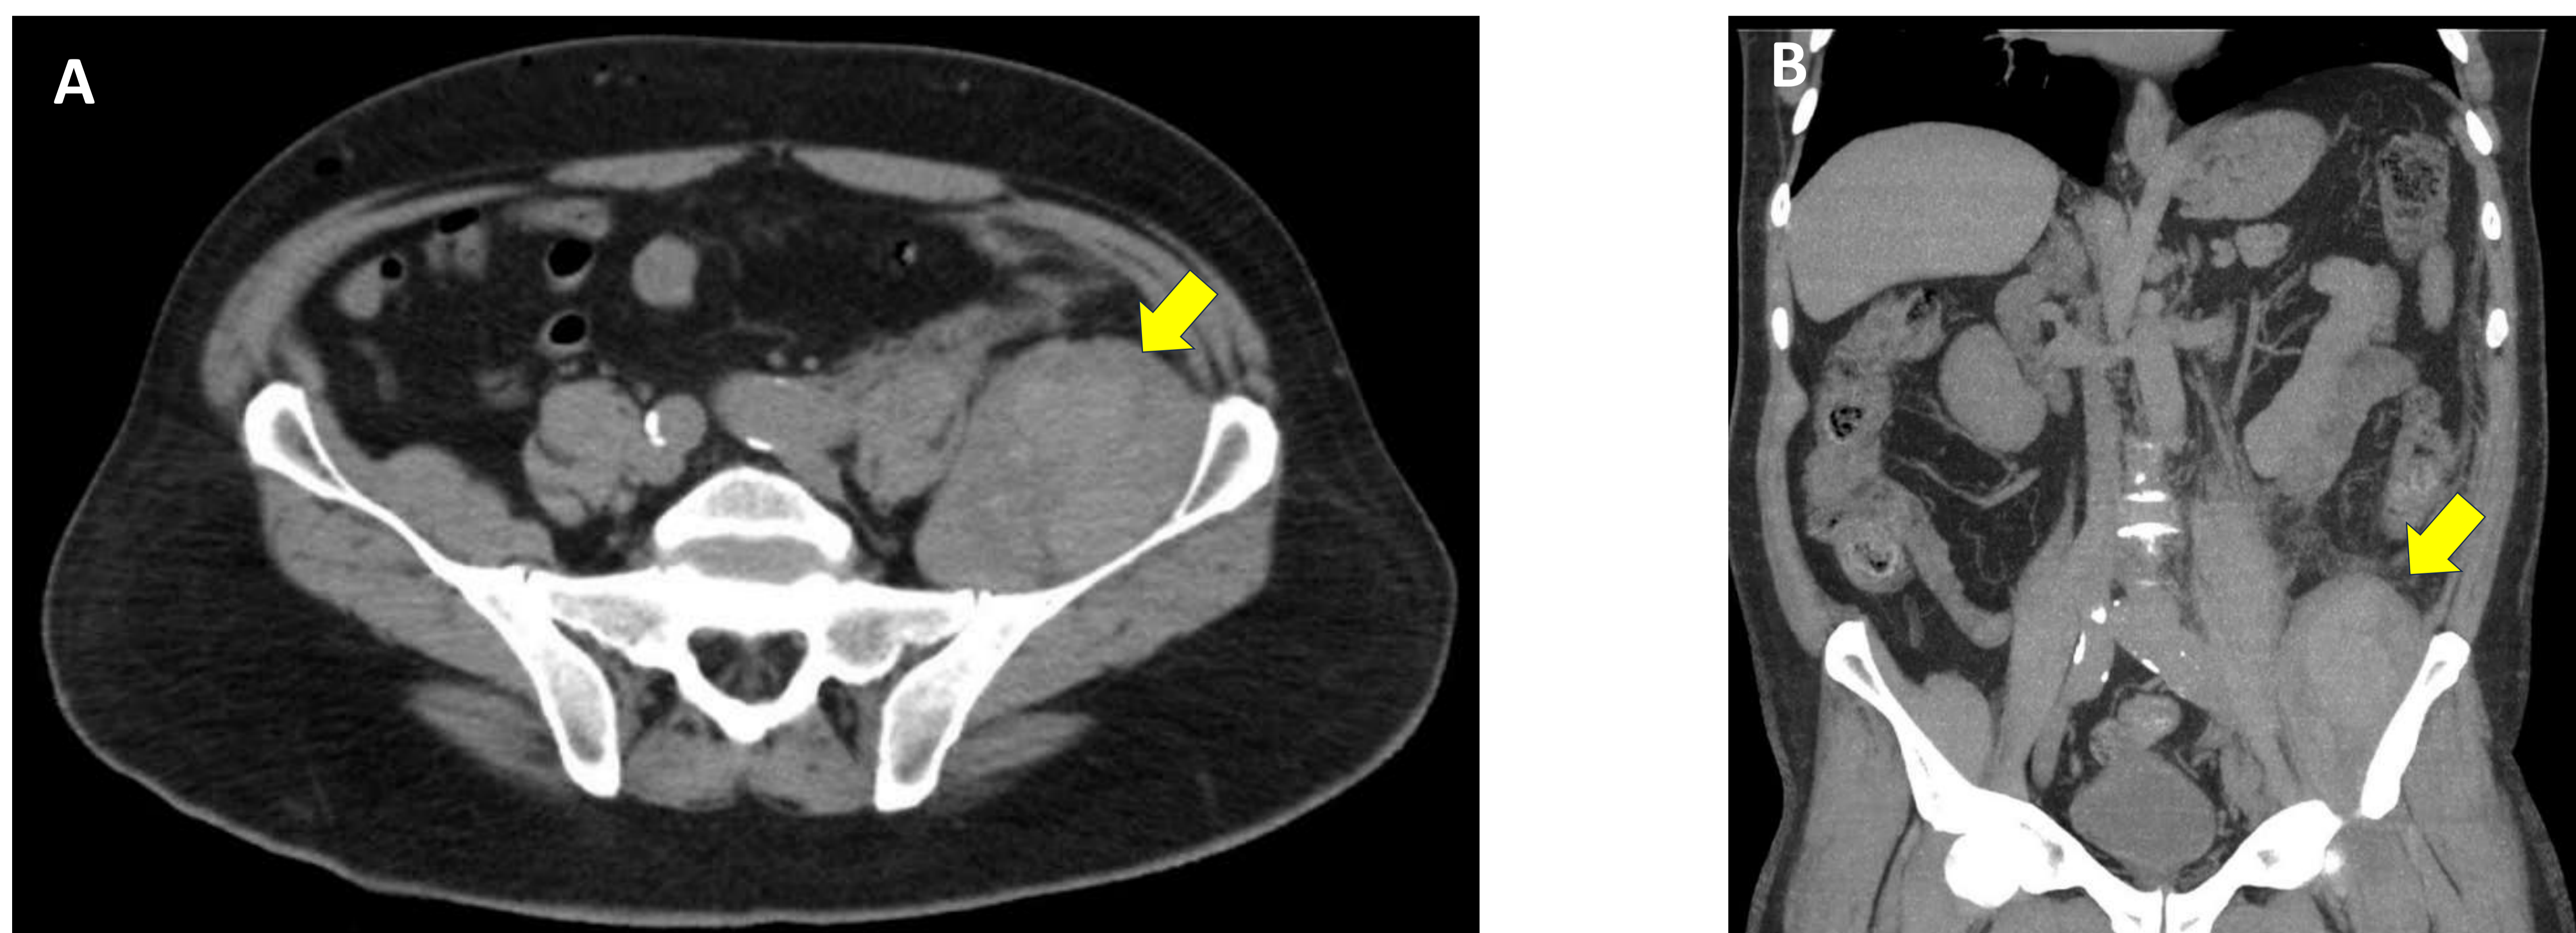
TC abdominopélvico sin contraste, corte axial (A) con reconstrucción coronal (B). Hematoma iliaco izquierdo (*flechas*). El estudio basal sin contraste permite diferenciar calcificaciones u otros artefactos con respecto a un hematoma en formación.
